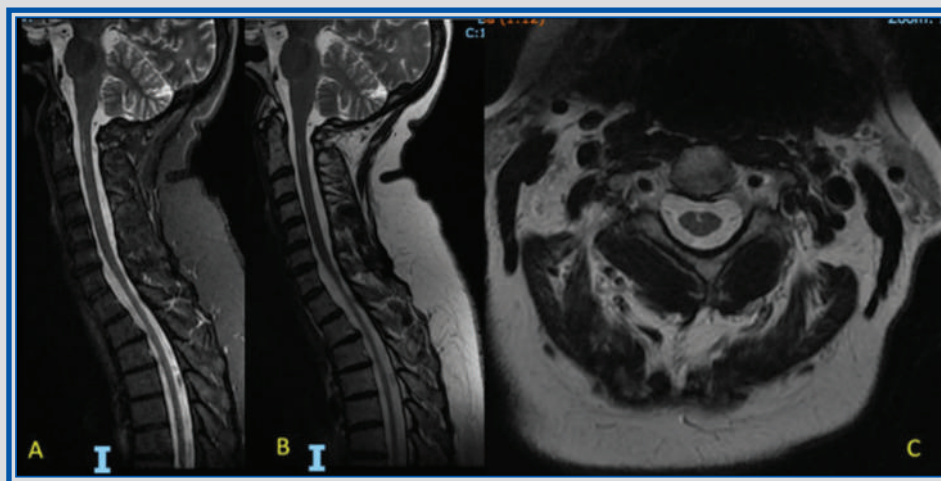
Capítulo 29. Resonancia magnética de columna cervical con corte sagital y axial en secuencias STIR y T2, identificando una hiperintensidad ventral a nivel de C2 (A y B) y en corte axial potenciado en T2 (C).
